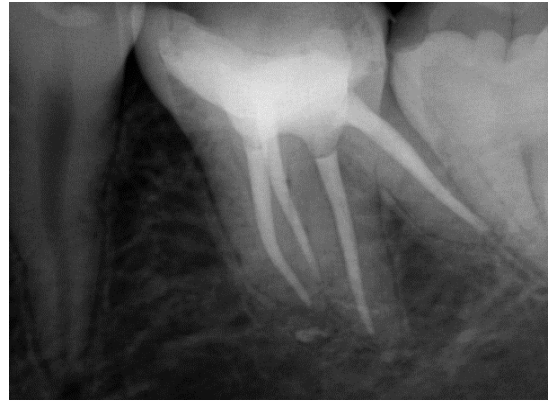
Radiografía disociada control 9 meses.*
